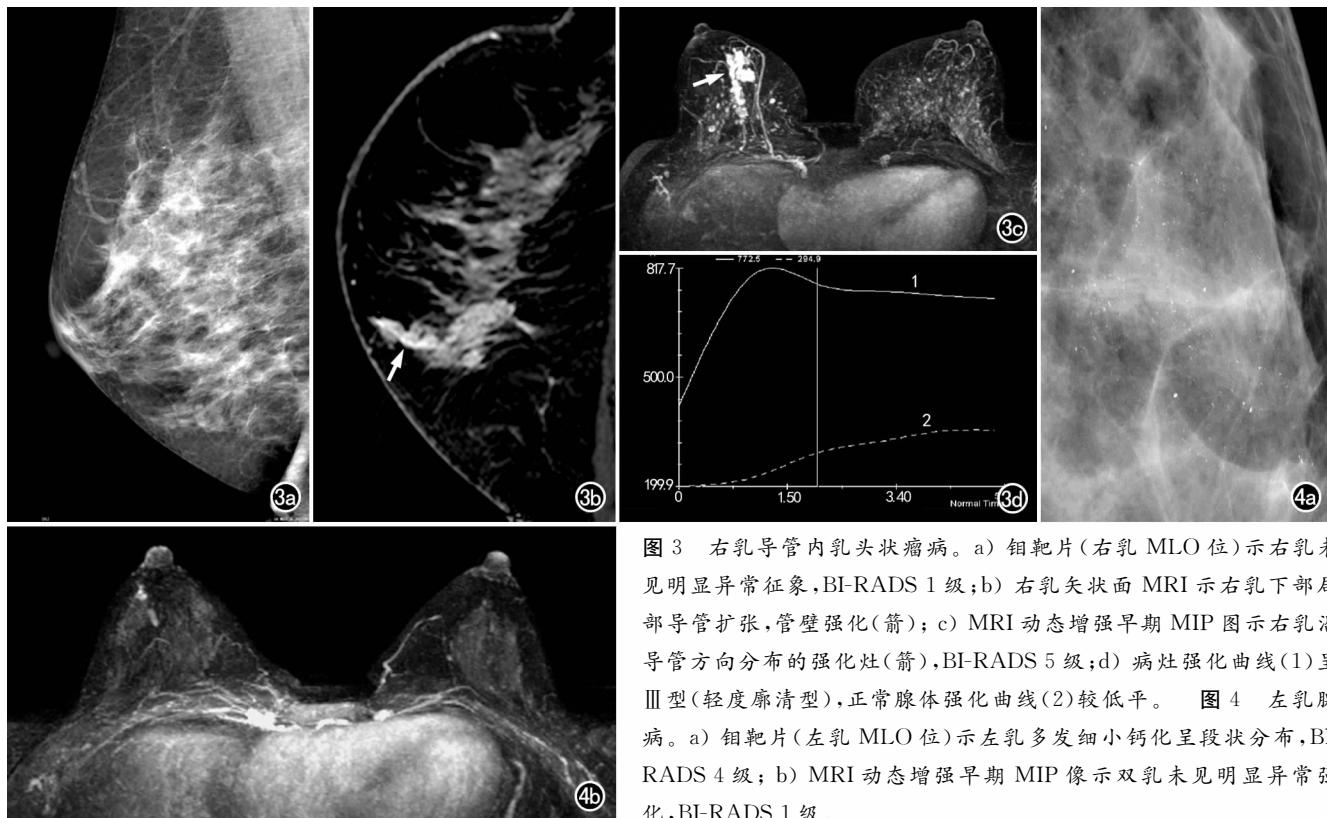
右乳导管内乳头状瘤病。a) 钼靶片(右乳 MLO 位)示右乳未见明显异常征象, BI-RADS 1 级; b) 右乳矢状面 MRI 示右乳下部局部导管扩张, 管壁强化(箭); c) MRI 动态增强早期 MIP 图示右乳沿导管方向分布的强化灶(箭), BI-RADS 5 级; d) 病灶强化曲线(1)呈 III 型(轻度廓清型), 正常腺体强化曲线(2)较低平。图4 左乳腺病。a) 钼靶片(左乳 MLO 位)示左乳多发细小钙化呈段状分布, BI-RADS 4 级; b) MRI 动态增强早期 MIP 像示双乳未见明显异常强化, BI-RADS 1 级。
